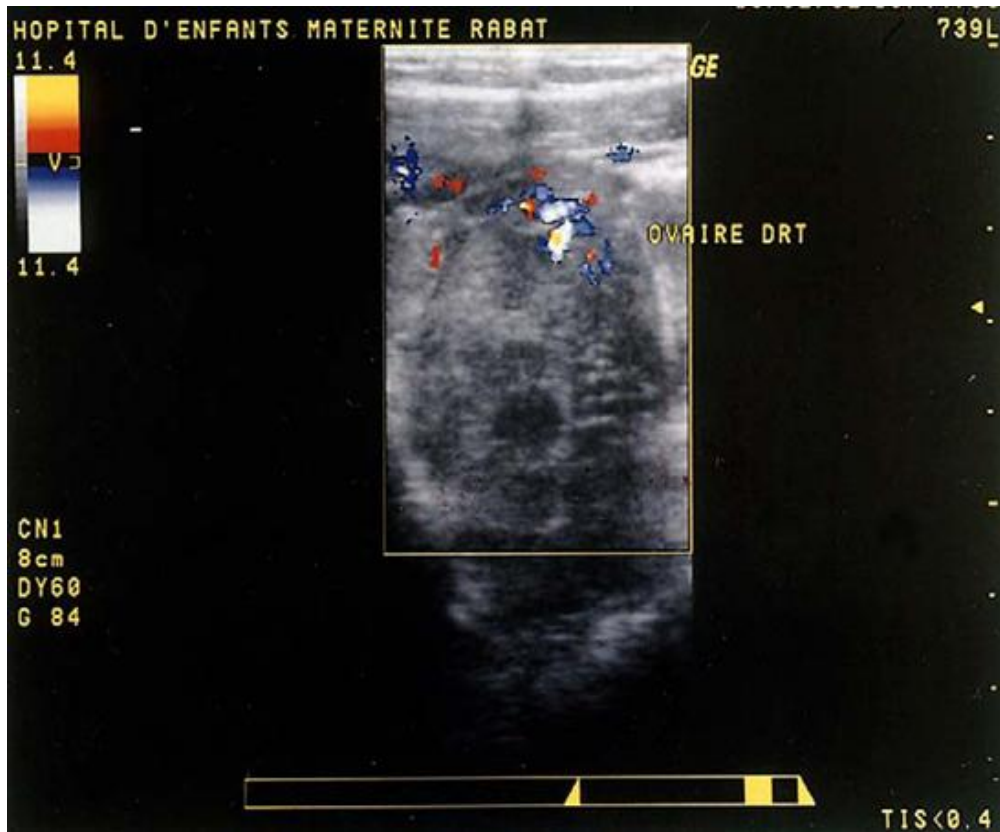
echodoppler montrant l'absence du flux ovarien (obs19)
